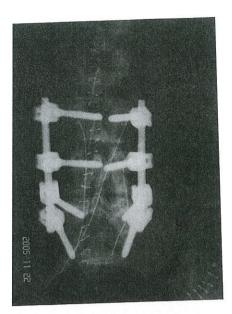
u. 2 Röntgenbefund postoperativ nach Spondylodese.
